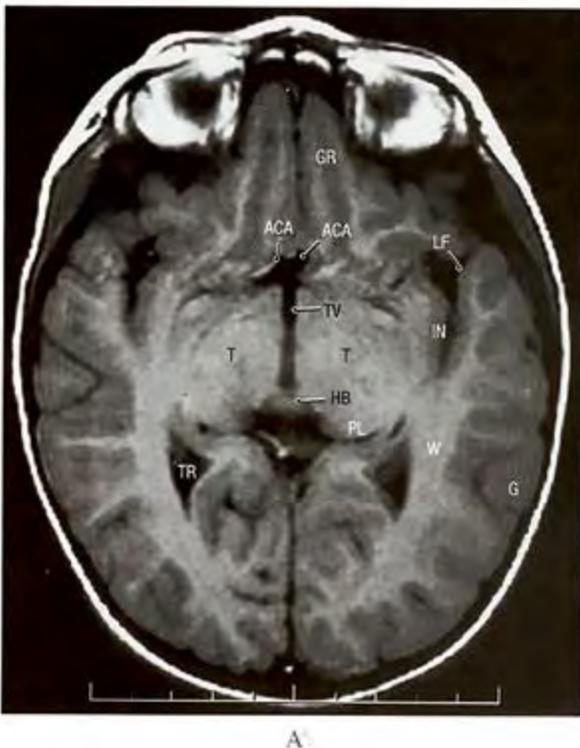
RMN: A. Corte horizontal o axial; B. Corte frontal o coronal.
